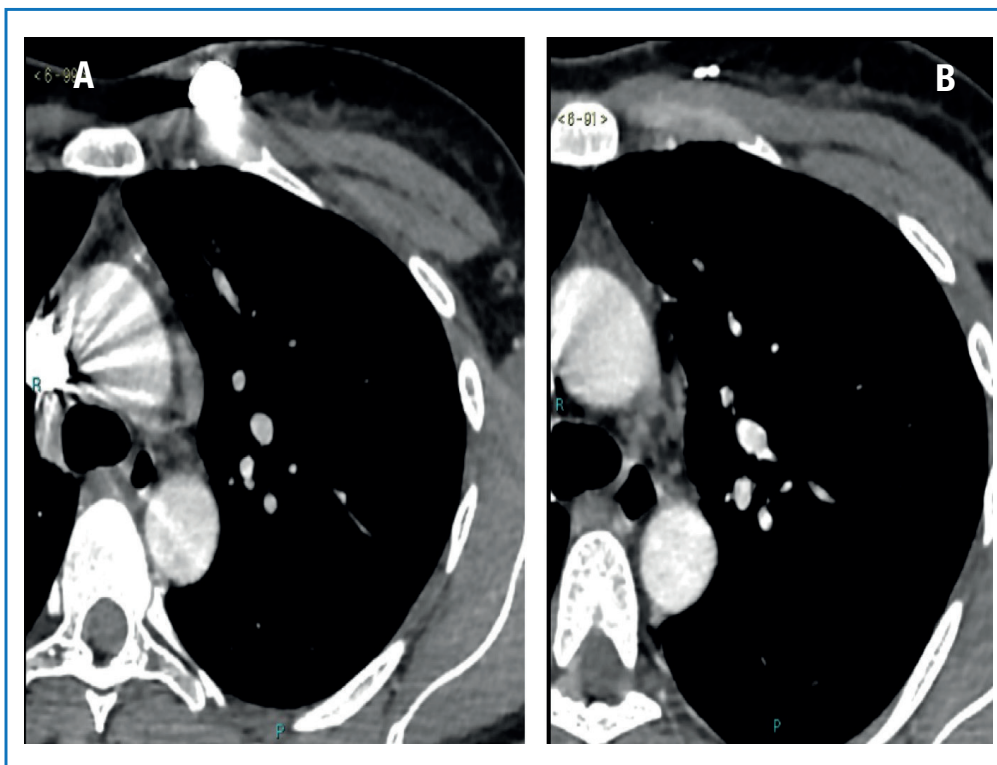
(A) TAC basale con multipli secondarismi ai linfonodi mediastinici (gennaio 2017) e (B) risposta completa dopo 4 cicli di terapia con lapatinib più capecitabina (aprile 2017).
